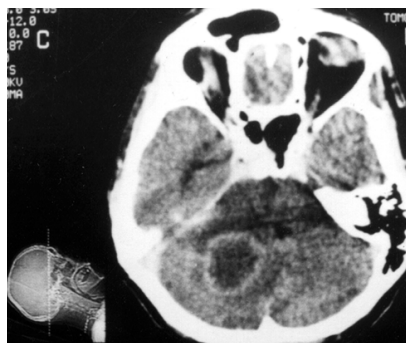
CT of a double abscess of the cerebellum
